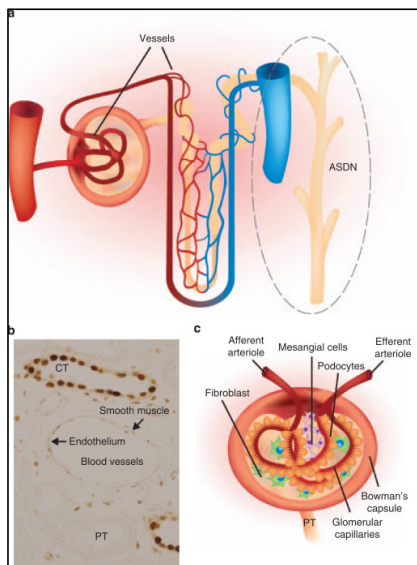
Expresión de MR en riñón. (A) La Diana clásica de aldosterona es la nefrona distal sensible a aldosterona (ASDN) pero los vasos sanguíneos también expresan MR. (B) Immunocalización de MR en el riñón: en túbulo colector (CT), en células endoteliales y vasculares de músculo liso. (C) Dianas propuestas en enfermedades glomerulares : podocitos, células mesangiales y capilares glomerulares. PT: túbulo proximal (Bertocchio et al., 2011).
